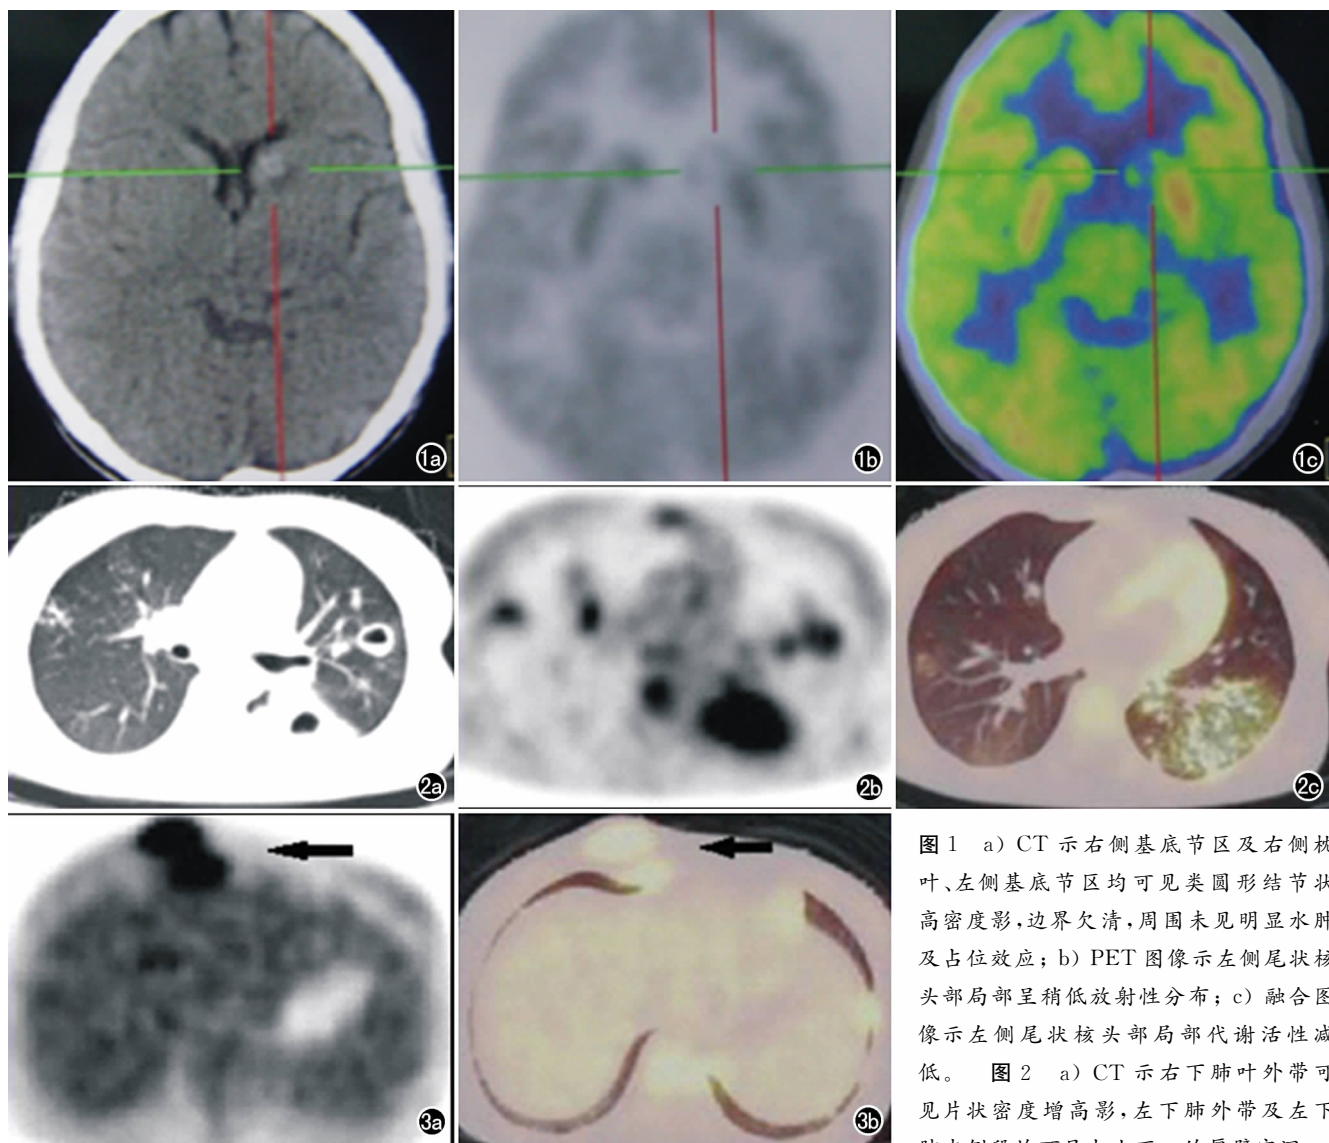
a) CT 示右侧基底节区及右侧枕叶、左侧基底节区均可见类圆形结节状高密度影,边界欠清,周围未见明显水肿及占位效应;b) PET 图像示左侧尾状核头部局部呈稍低放射性分布;c) 融合图像示左侧尾状核头部局部代谢活性减低。图 2 a) CT 示右下肺叶外带可见片状密度增高影,左下肺外带及左下肺内侧段均可见大小不一的厚壁空洞;
